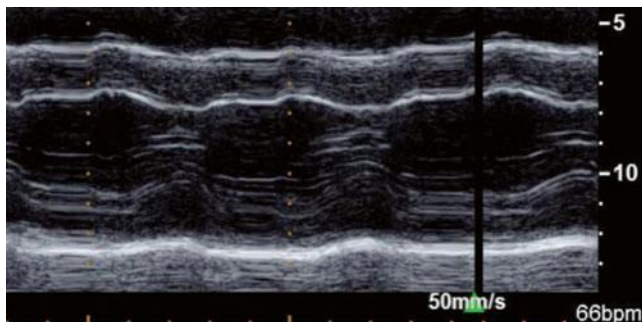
Echocardiogram showing left ventricular hypertrophy
